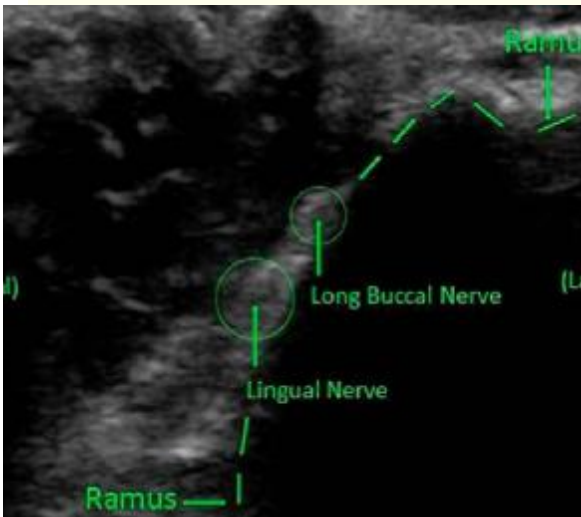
Ultrasound scan of a low lingual nerve close to the ramus.
